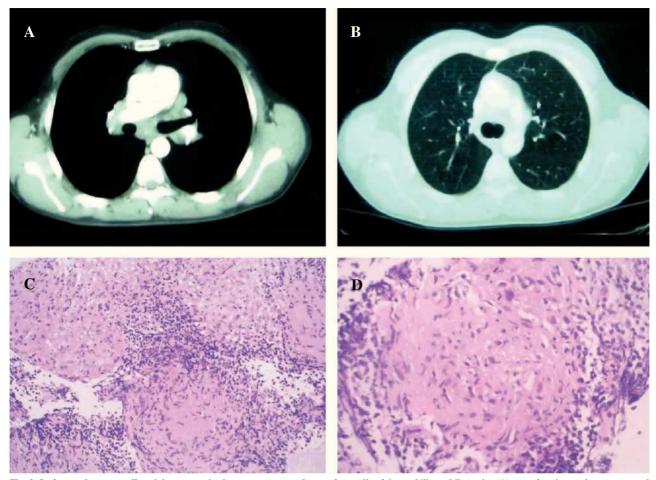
Imágenes de tomografía axial computarizada que muestran adenopatías mediastínicas e hiliares bilaterales (A) y parénquima pulmonar normal (B) de un paciente con sarcoidosis en estadio I. En muestras de un ganglio linfático subcarinal (C) obtenidas por punción transbronquial se observan múltiples granulomas epiteliodes coalescentes, sin necrosis, rodeados de tejido linfoide (hematoxilina-eosina, \times 25), y en una muestra de parénquima pulmonar (D) obtenida por biopsia transbronquial en el mismo paciente se observa un granuloma de células epitelioides compacto, sin necrosis, rodeado por una corona linfocitaria (hematoxilina-eosina, \times 40).
